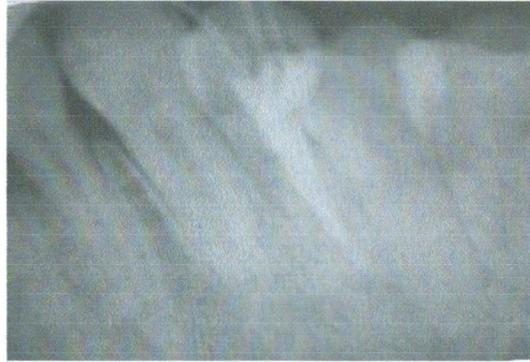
la radiographie post opératoire
